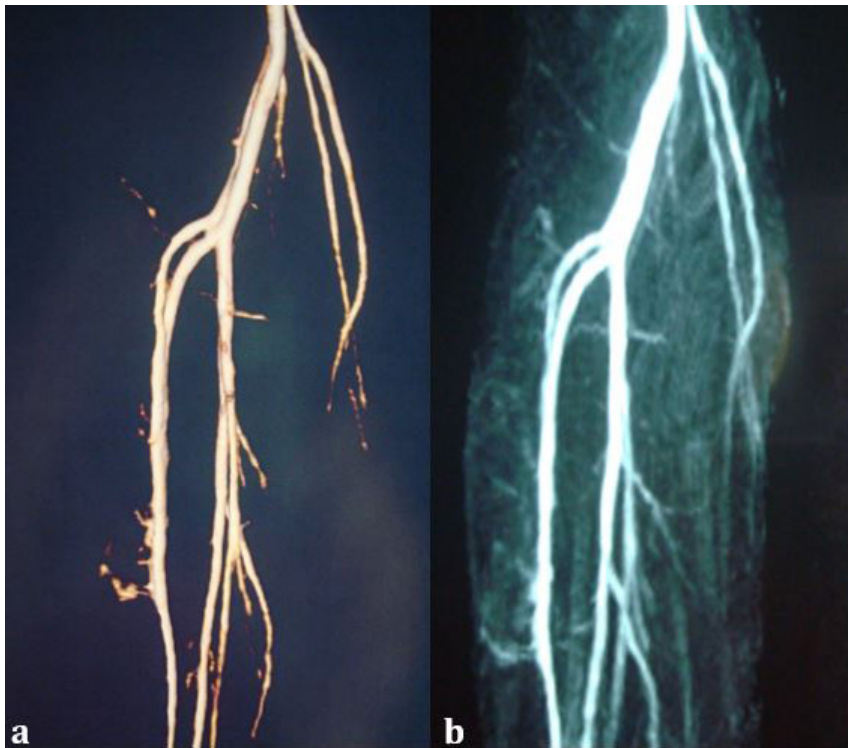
Angiorressonância após a ressecção parcial da membrana interóssea evidenciando ausência de compressão da artéria tibial anterior ao repouso (a) e durante as manobras de dorsiflexão do pé (b).
